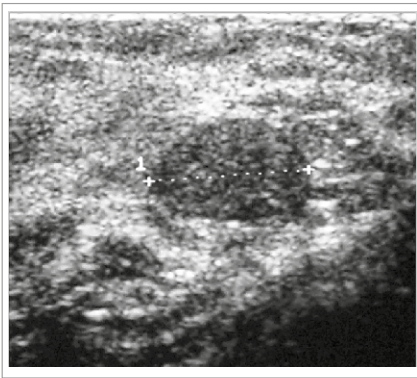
Ecografía de Nódulo benigno.
